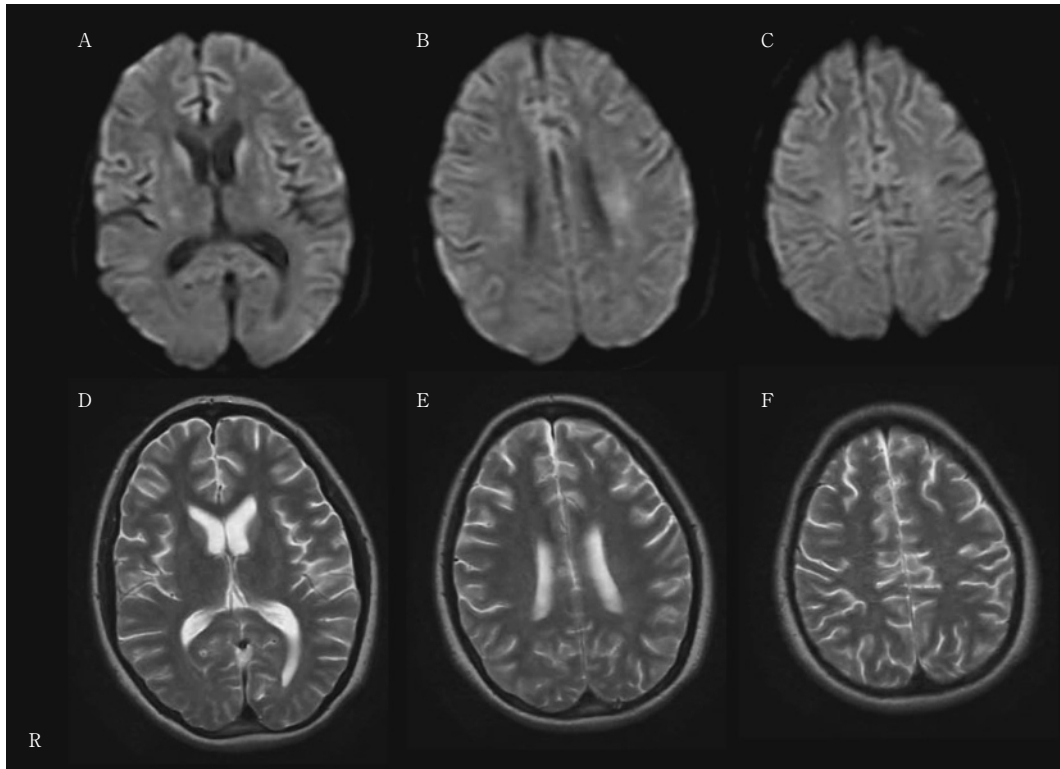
MRI 26 days after the injury. Toshiba 1.5-Tesla Excelart.
